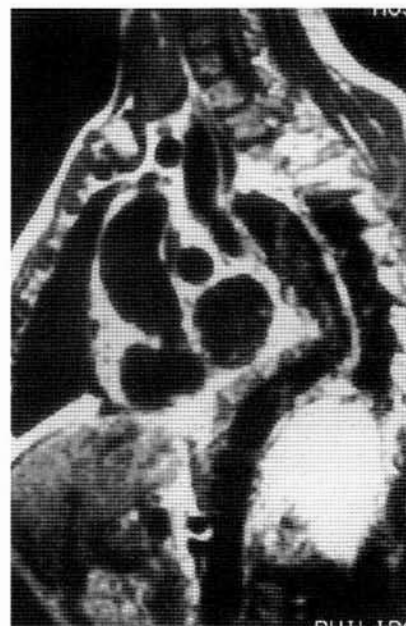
Resonancia magnética postoperatoria, donde puede verse la aorta tóraco-abdominal, a nivel de ambas prótesis.
